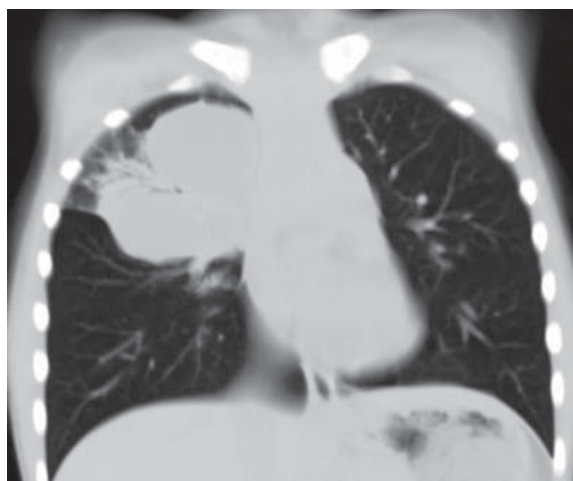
Девочка, 9 лет. КТ органов грудной полости, нативное. Сливные объемные образования верхней доли правого легкого жидкостной плотности на фоне мелких участков «матового стекла» обоих легких (полисегментарная пневмония).
